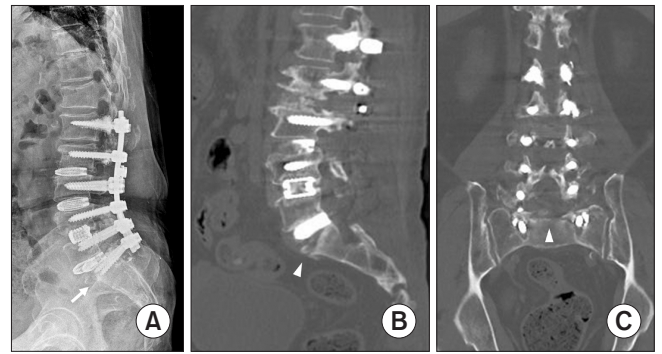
(A) Follow-up standing telegram shows a linear fracture line in the anterosuperior portion of the sacrum (arrow). (B, C) Computed tomography shows horizontal fracture of the sacrum (triangles).
